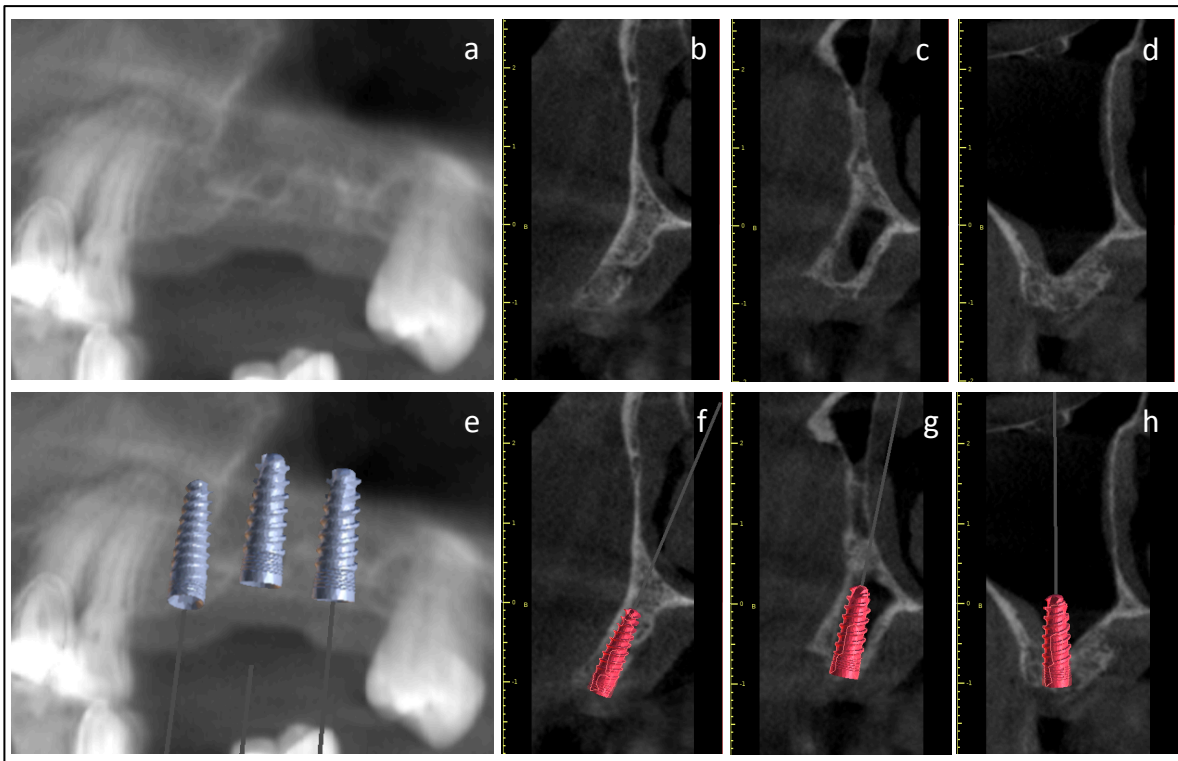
Imagen de cone beam maxilar de control 8 semanas después de la exodoncia de molar 2.6 se puede observar mínima cantidad de tejido óseo en altura. Se programa elevación de piso de seno maxilar.
